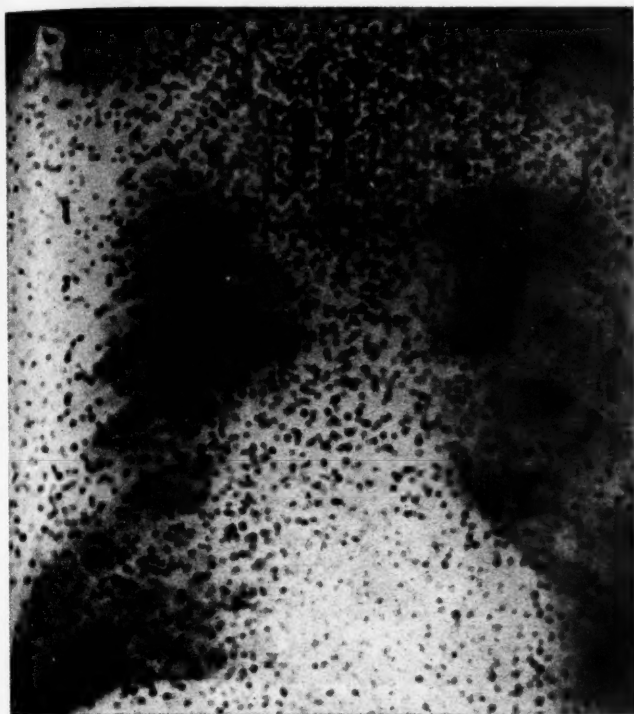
Rasterbild einer Schilddrüsengeschwulst, überlagert mit dem zugehörigen Röntgenbild des Thorax. Die erhöhte Intensität greift bis tief in den Mittelfeldschatten abwärts. Auch über den dichten Verschattungen der Lungenwurzeln, vor allem rechts und über der Verschattung des rechten Lungenunterfeldes, besteht eine erhöhte Strahlenintensität. Es handelt sich dabei um jodspeichernde Metastasen der Schilddrüsengeschwulst. (Nach Liese aus dieser Klinik)
